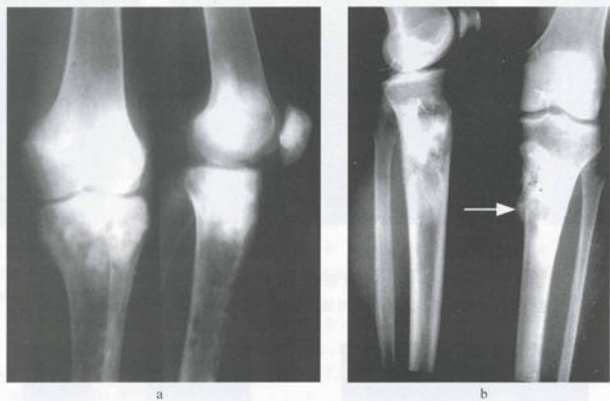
成骨性转移与成骨性骨肉瘤 X 线平片
